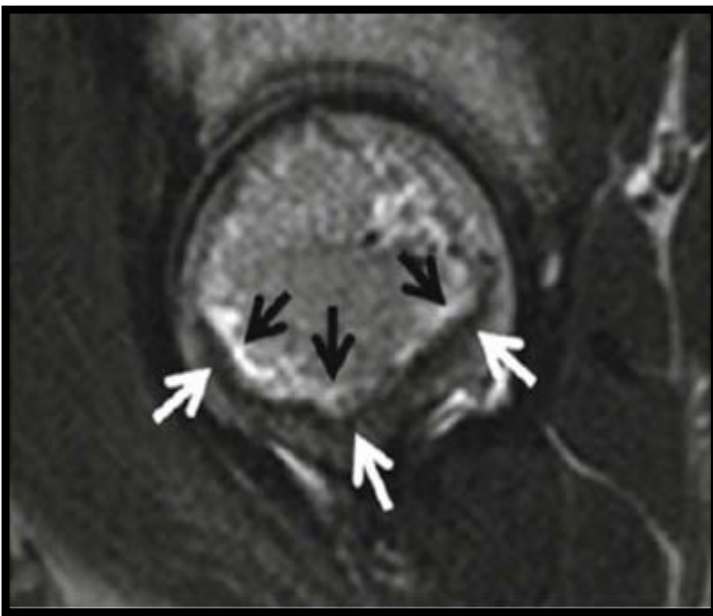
La double ligne de Mitchell sur l'IRM vue en séquence T2, avec un contour externe en hyposignal (flèches blanches) et un hypersignal en dedans (flèches noires)
